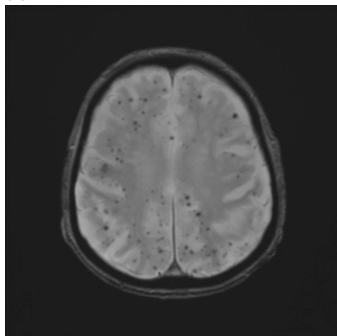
(B): The third cranial MRI scan performed in 200X+1 showed that the number of CMB had increased and that CMB were now present in the left occipital and parietal lobes, as well as the right occipital lobe.
